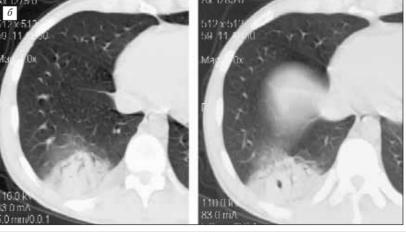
Больной Б., 24 лет. Лимфома Беркитта. Сепсис, вызванный Staphylococcus aureus. а — обзорные рентгенограммы. Участок инфильтративного уплотнения в S10 нижней доли правого легкого; б — компьютерные томограммы. Деструктивная пневмония X сегмента нижней доли правого легкого
